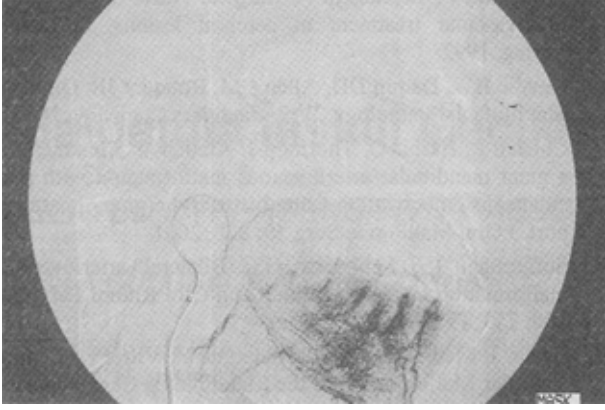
İnter alveoler arterin superselektif anjiyografisi; erken arteriyel faz.
